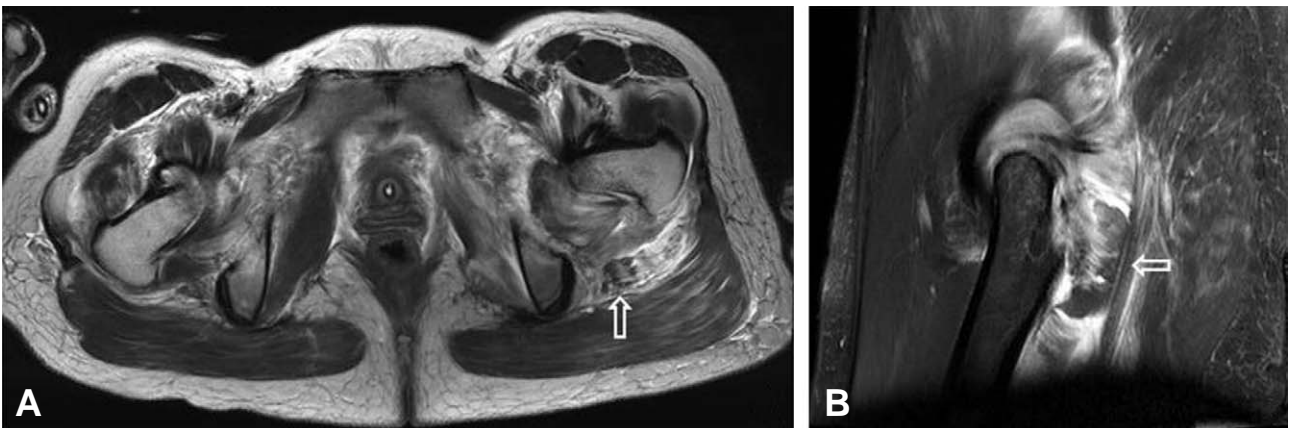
Pelvis MRI image (A) Axial image showing swelling and edema surrounding the left sciatic nerve at the level of the ischial tuberosity (B) The sagittal image showing the tracing and position of sciatic nerve posterior to hip joint and short external rotator muscle
